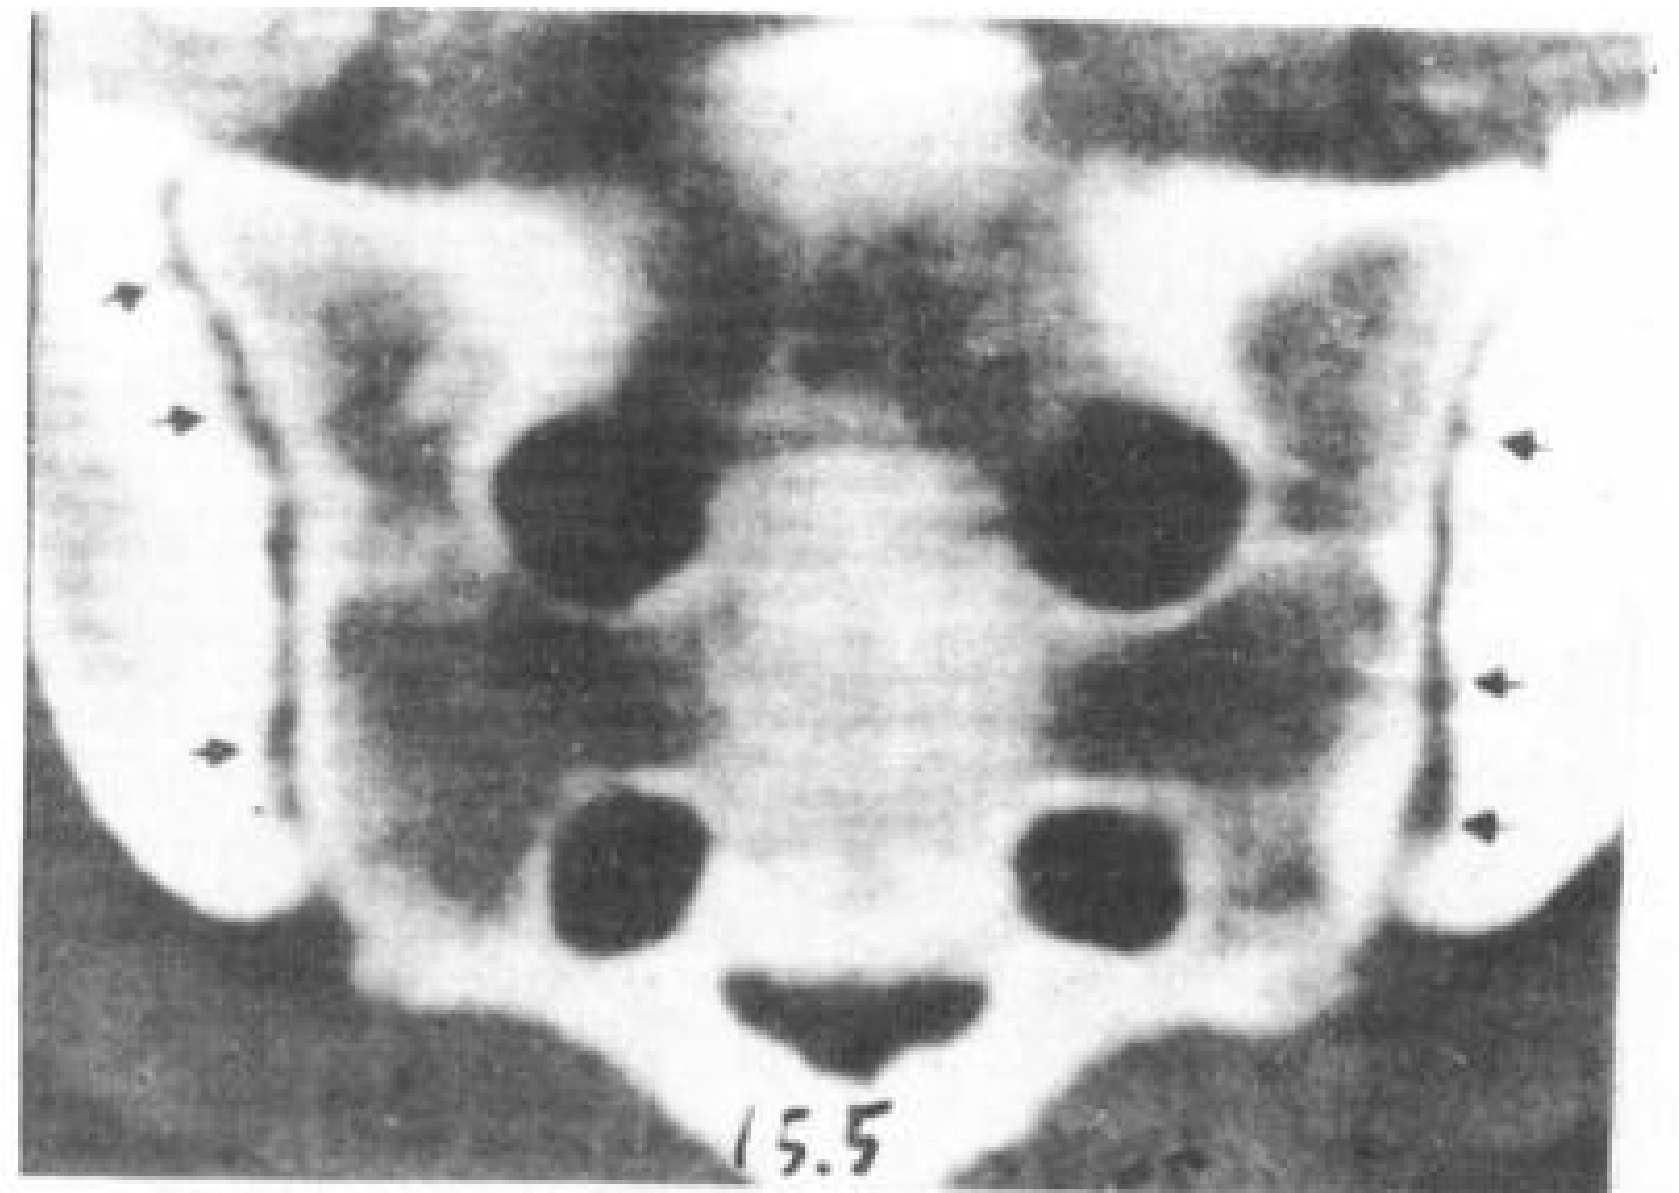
强直性脊椎炎。CT 显示双侧髋骨硬化及边缘不齐 (双侧)。
